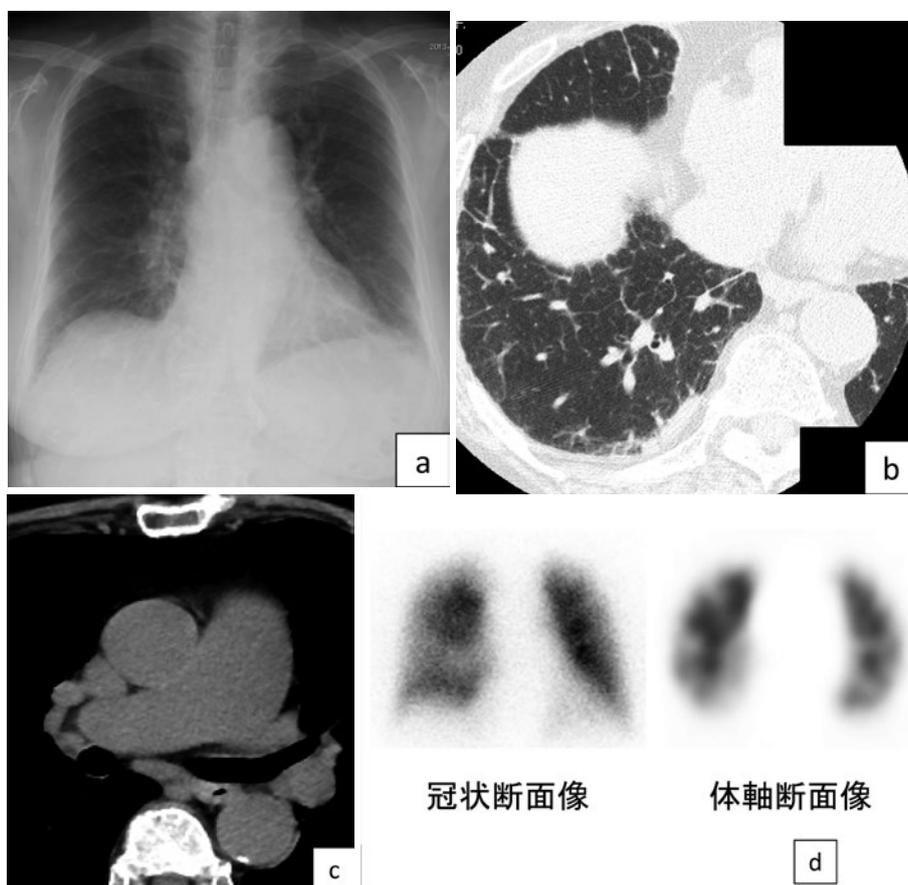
入院時の画像所見. (a) 入院時胸部X線写真. わずかな線状影・網状影, 右第2弓の突出を認める. (b) 入院時胸部単純CT (肺野条件) びまん性に淡いすりガラス状陰影, 小葉間隔壁の肥厚を認める. (c) 入院時胸部単純CT (縦隔条件). 肺動脈の拡張を認める. (d) 99mテクネチウム肺血流シンチグラフィ (冠状断面像, 体軸断面像). 区域性的欠損像はみられず, 肺末梢に斑状の欠損を多数認める (PIOPED分類 Low probability).
